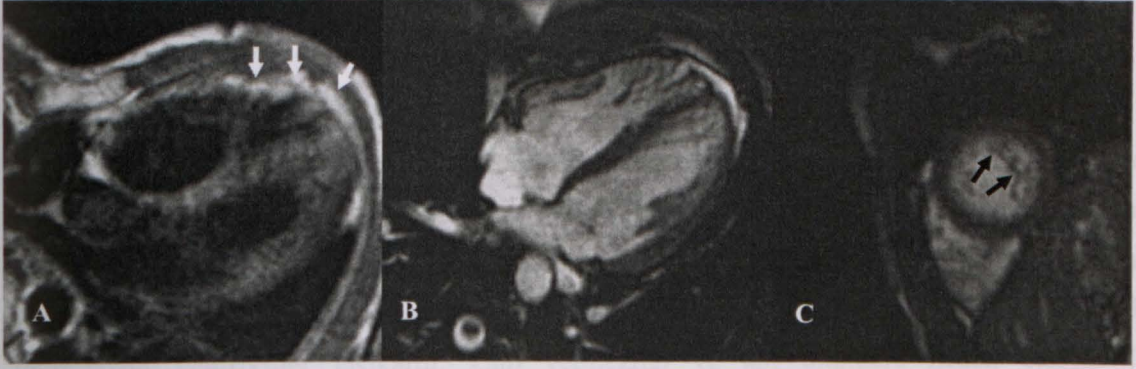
22 yaşında ARVD tanılı kadın hastanın kardiyak MRG tetkikinde: sağ ventrikül serbest duvarda T1 ağırlıklı sekansta yüksek sinyal özelliğinde yağ infiltrasyonu (oklar).
